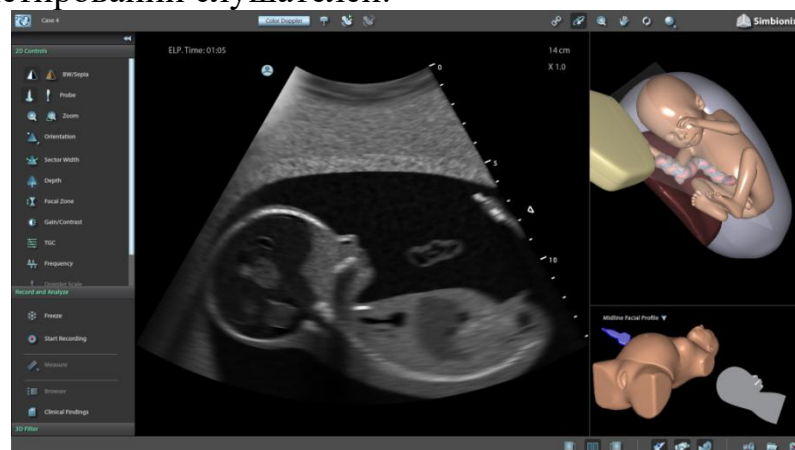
Ультразвуковой виртуальный симулятор Узиментор «Symbionix», модуль «Акушерство»
